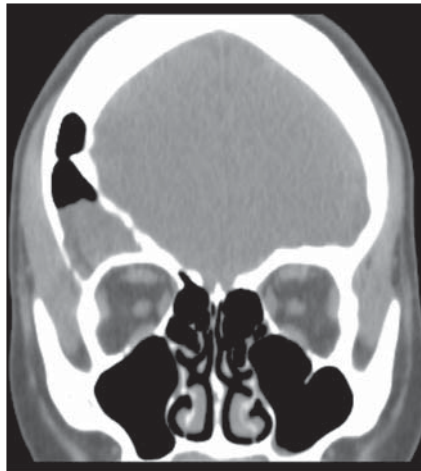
TC no plano coronal, janela de partes moles. Material com densidade de partes moles no seio frontal à direita.
